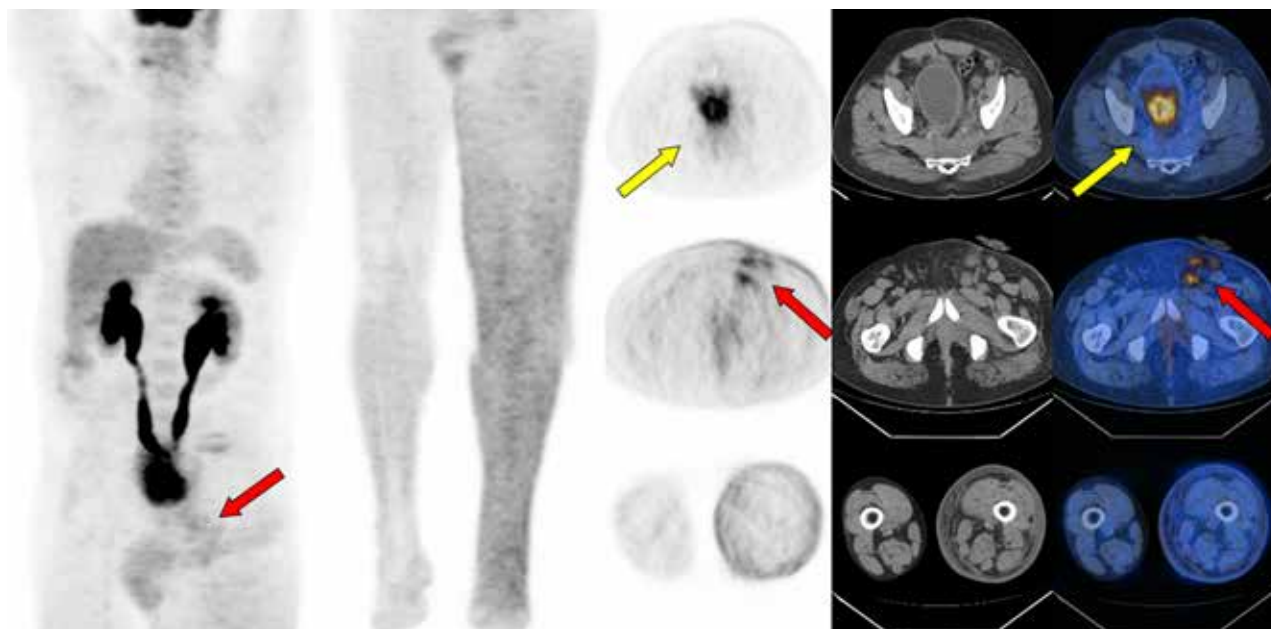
Hombre de 57 años, CA de recto operado (2013). Colostomía izquierda. Hizo quimioterapia y radioterapia pélvica neo-adyuvante. Actualmente con dolor pélvico y edema MMII izquierdo. La TC muestra tejido pre-sacro, "frío" en el PET (mapa metabólico), lo que se interpreta como fibrosis secuelar post quirúrgica (flecha amarilla). Hay adenopatías inguinales izquierdas que están metabólicamente activas (flechas rojas) y son probablemente la causa del linfedema del MMII homolateral.
